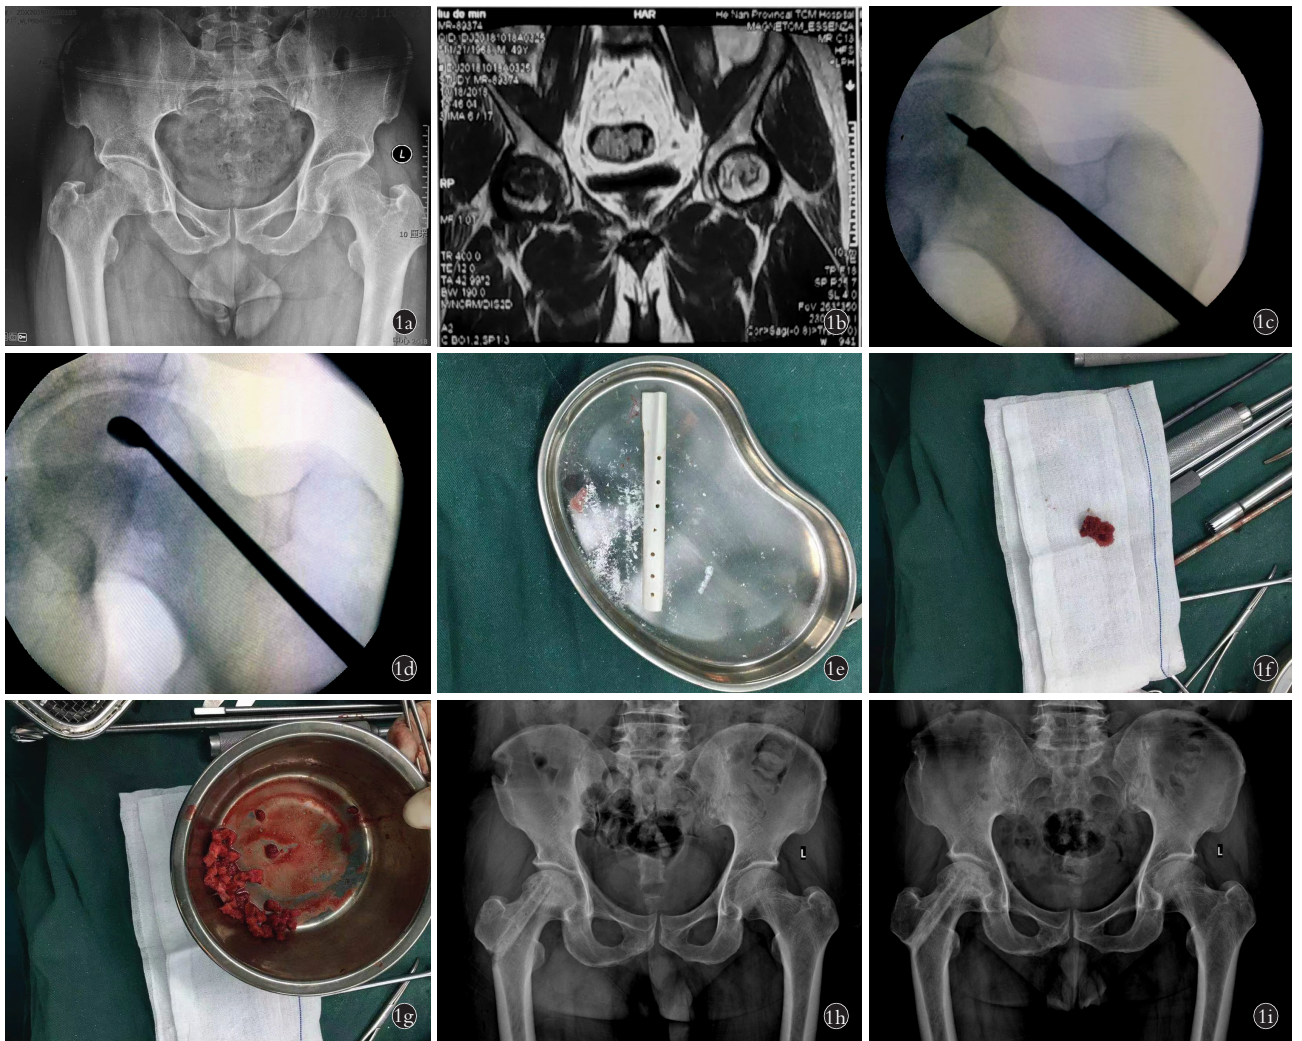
患者,男,45 岁,双侧股骨头坏死 1a. 术前骨盆正位 X 线片示股骨头坏死 1b. 术前髋关节 MRI 示 CJFH 分型右侧 L2-L3 型,左侧 C 型,右侧采用了刮除植骨支撑术,左侧采用了非手术治疗 1c. 建立通道 1d. 死骨清除 1e. 刮出的死骨 1f. 异体腓骨柱 1g. 髂骨颗粒 1h. 术后骨盆正位 X 线片示腓骨柱位置 1i. 术后 4 年骨盆正位 X 线片示股骨头内高密度影,异体腓骨柱愈合
